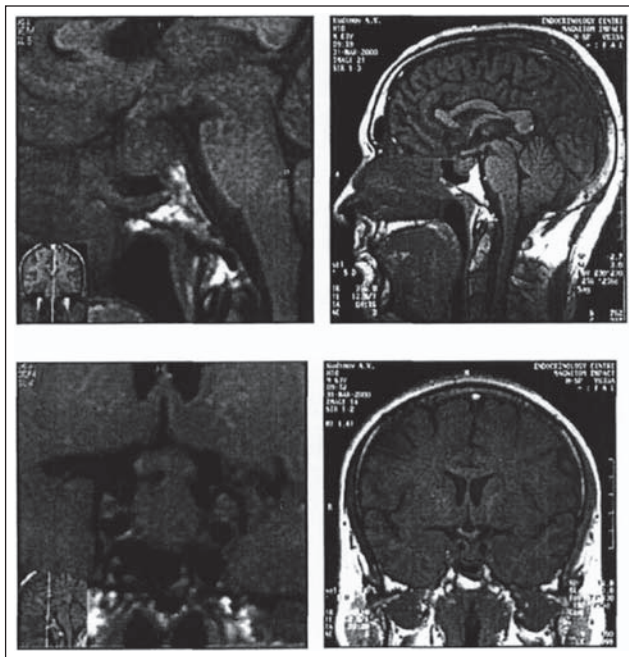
МРТ больного К.: слева фронтальные и сагиттальные срезы до лечения, справа — через 6 месяцев лечения каберголином
